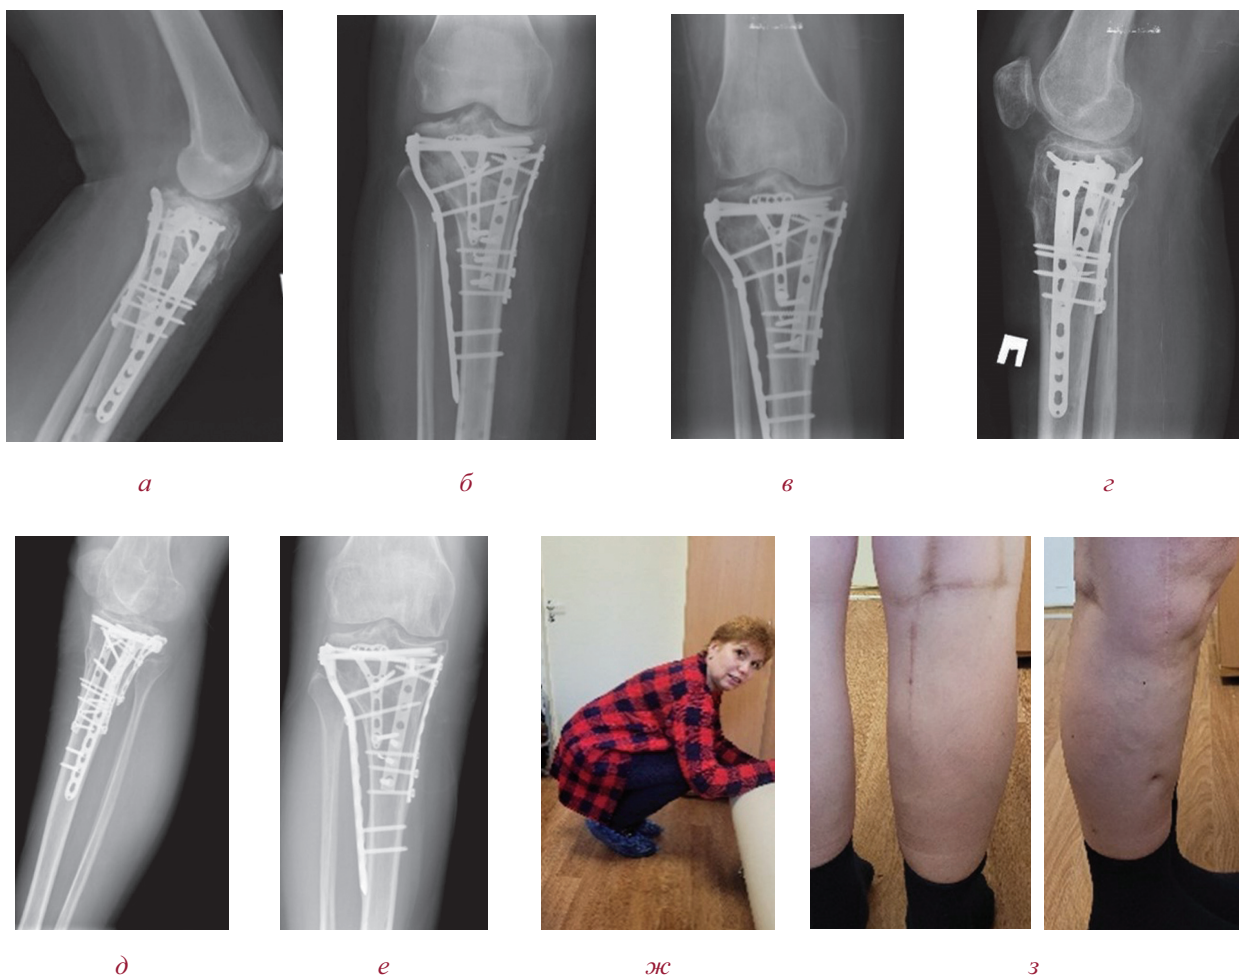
Среднесрочные рентгенологический и функциональный результаты хирургического лечения пациентки Ц.: а, б — рентгенограммы правого коленного сустава через 6 недель; в, г — рентгенограммы правого коленного сустава через 1 год; д, е — рентгенограммы через 2 года; ж, з — функция коленного сустава и вид послеоперационных рубцов через 2 года после травмы.
